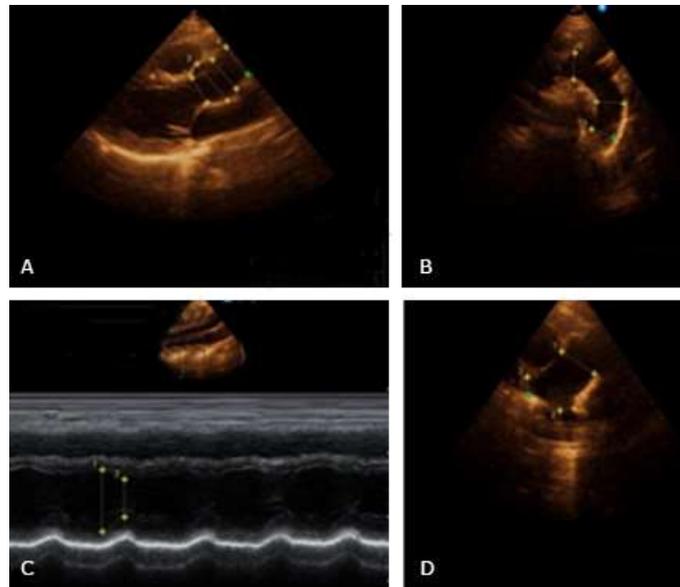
Ecocardiograma transtorácico. A) Diámetros de la aorta ascendente (eje largo paraesternal); B) Arco aórtico sin lesiones estenóticas evidentes ni dilatación (vista supra esternal); C) Buena función sistólica global de ventrículo izquierdo (modo M); D) Tronco de la arteria pulmonar y ramas normales (eje corto de grandes vasos).
